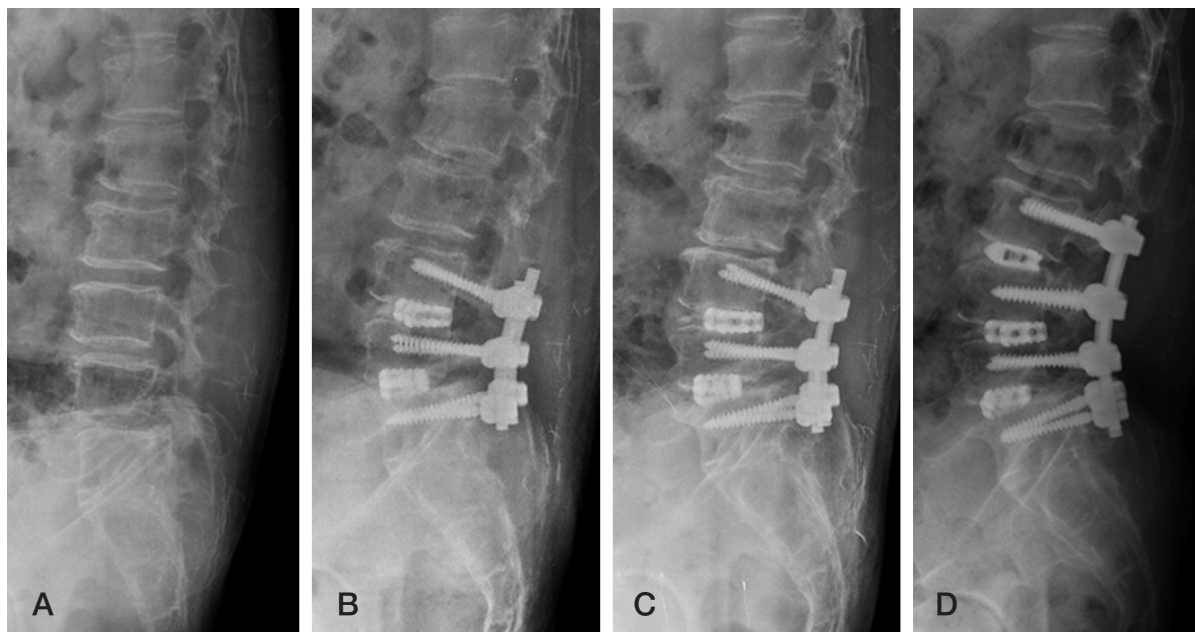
(A) Initial diagnosis was degenerative spondylolisthesis L3-4-5. (B) PLIF was done L3-4-5. In whole spine standing radiograph at postoperative 3 months, lumbar lordosis (LL) was 40.8°, pelvic incidence (PI) was 52.2° (discrepancy=11.4°). (C) At postoperative 3.9 years, ASD was developed at L2-3. (D) PLIF extension was done.
